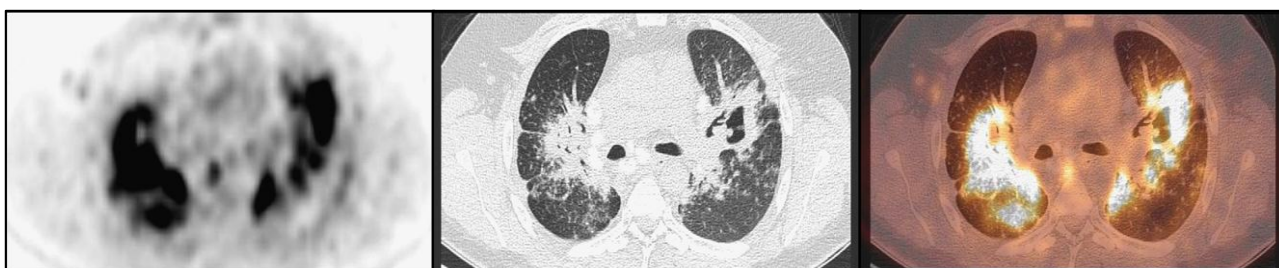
Imagens de PET com FDG (à esquerda), TC torácica (ao meio) e PET-CT (à direita) obtidas em paciente com estadio IV de sarcoidose pulmonar. É possível observar hiperfixação intensa do radiofármaco por massas de fibrose que sugerem a persistência de actividade da doença. Retirado de *Nunes et al* (41).
